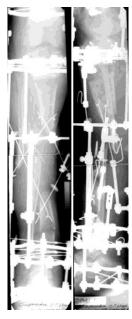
Рентгенограммы больного Т. в процессе перемещения фрагментов.
